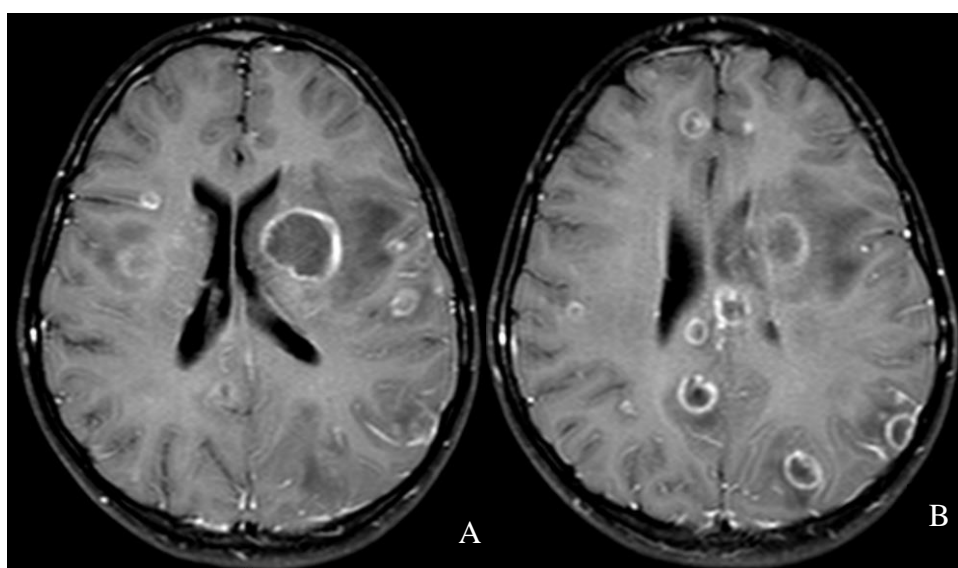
RM CE à entrada, em T1 Flair com contraste de Gadolínio: A) lesão principal em anel B) múltiplas lesões bihemisféricas
